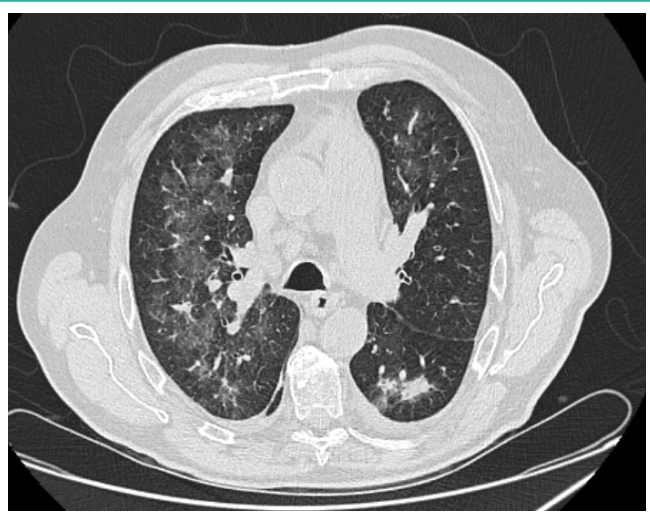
Corte transversal de TC torácico en el que se aprecian áreas parcheadas irregulares en vidrio deslustrado en ambos pulmones con engrosamiento de los septos interlobulares y consolidaciones de predominio bibasal.
